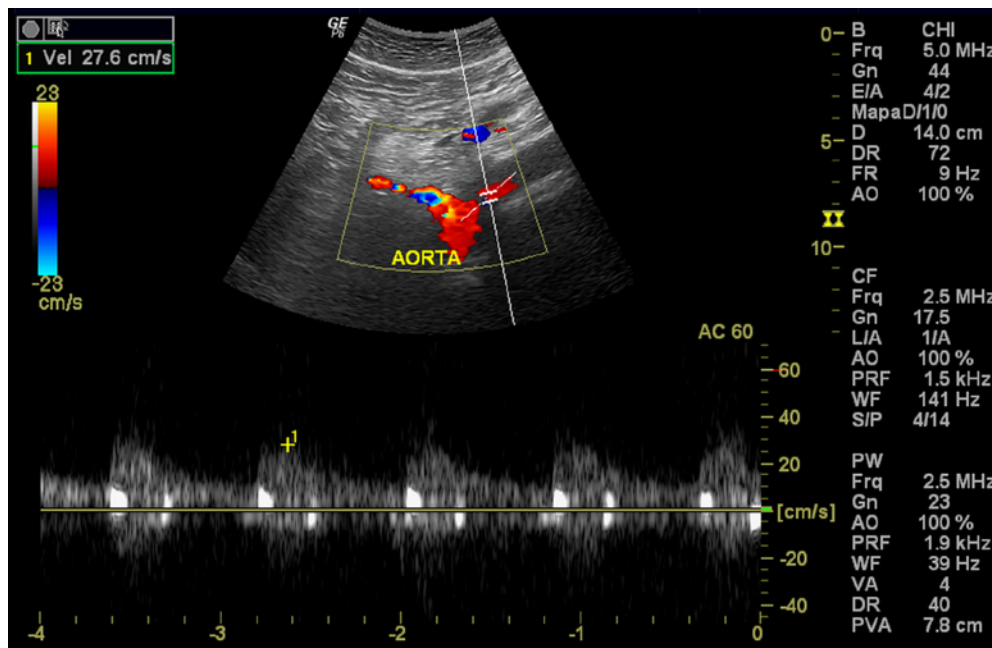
Modo Doppler colorido e pulsado da aorta abdominal no corte longitudinal (plano sagital)
